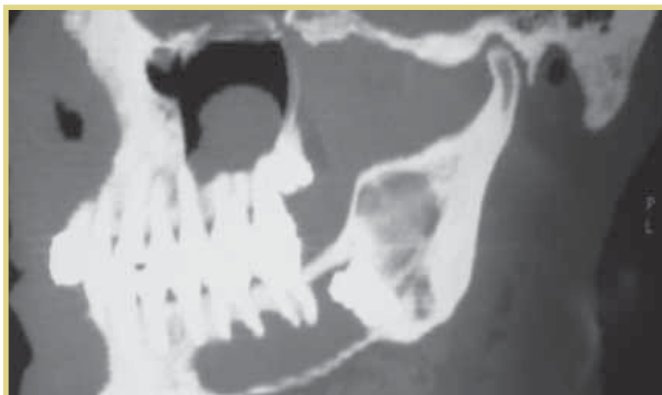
Пациент Ш. КТ НЧ
